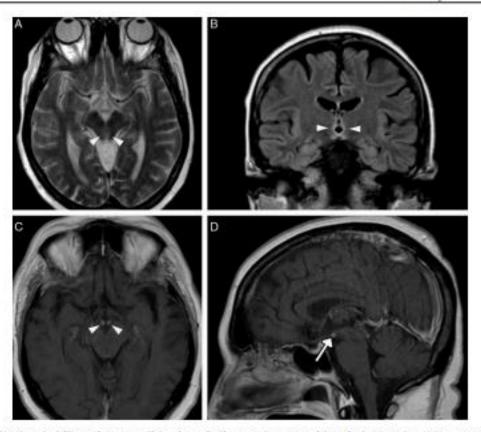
Hombre alcohólico crónico con clínica de confusión y ataxia por encefalopatía de Wernicke. A) Imagen transversal de RM potenciada en T2 en la que se identifica hiperintensidad de la señal alrededor del acueducto de Silvio (puntas de flecha). B) Imagen coronal de RM potenciada en T2-FLAIR en la que se identifica hiperintensidad de señal periventricular al tercer ventriculo (puntas de flecha). C y D) Imágenes transversal y sagital de RM con contraste intravenoso que muestran el realce bilateral de los cuerpos mamillares (puntas de flecha y flecha).
